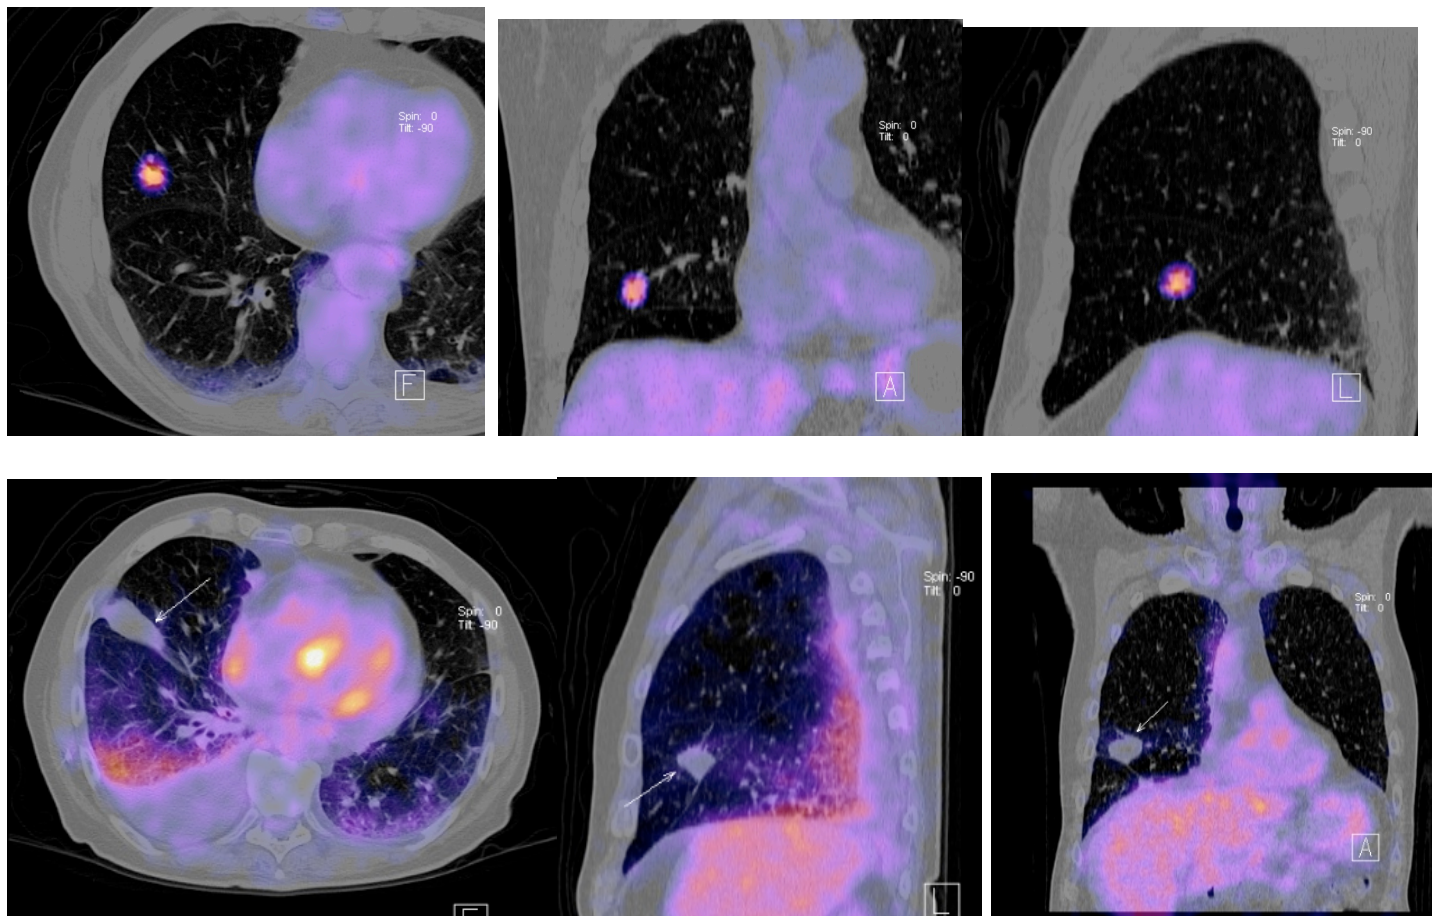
Paciente masculino de 71 años de edad con dx de adenocarcinoma de pulmon se muestra PET CT antes y despues de ARF. A-B-C son cortes y reconstrucciones de PET CT con una imagen hipermetabolica en el lobulo medio del pulmon derecho en la cual presenta un SUV de 5.5. D-E-F imagenes de PET CT 18.8 meses posteriores a la ARF en la cual se observa derrame pleural derecho, la lesion aumento en sus dimensiones y es hipometabolica con sun SUV de 1.5.
